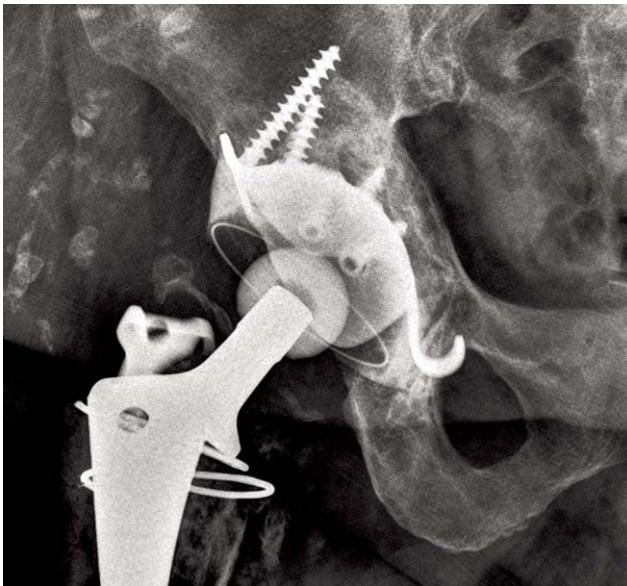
Radiograph obtained 7 years after surgery shows a well fixed Ganz reinforcement ring.
